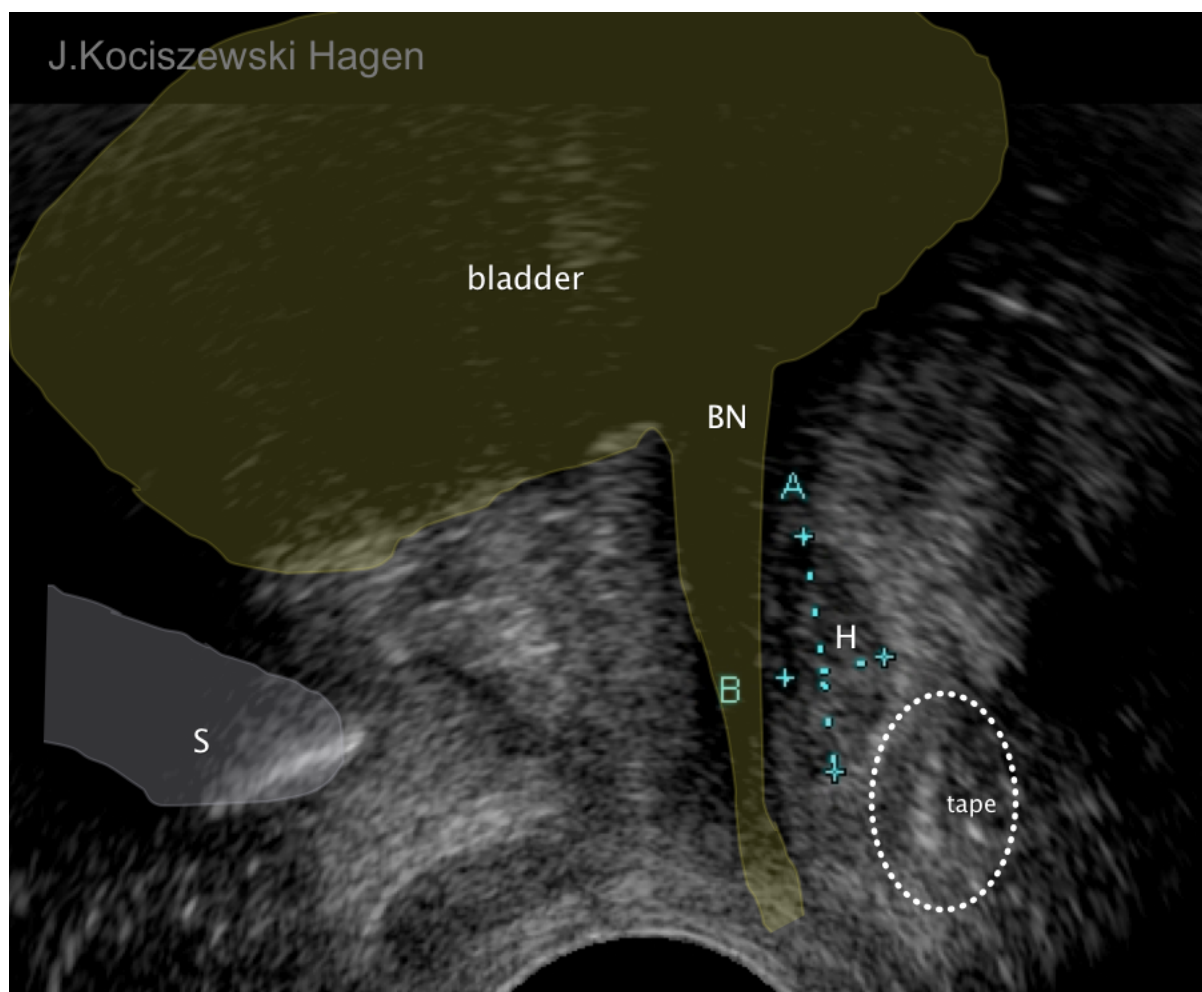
Pelvic Floor-Sonographie in der Sagittalebene.
